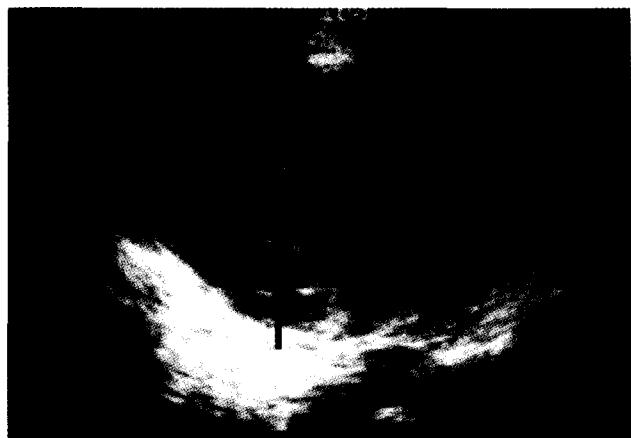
Two-dimensional echocardiogram demonstrates a echogenic round mass(arrow) attached to posterior wall of left atrium.
